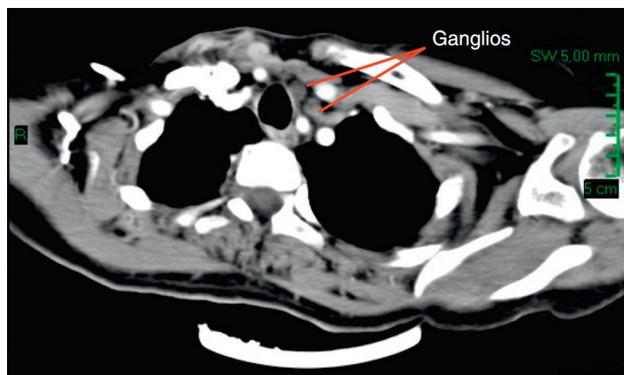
TAC de cuello contrastada: presencia de dos lesiones paratraqueales izquierdas, del nivel vi, sugestivas de ser ganglios.
